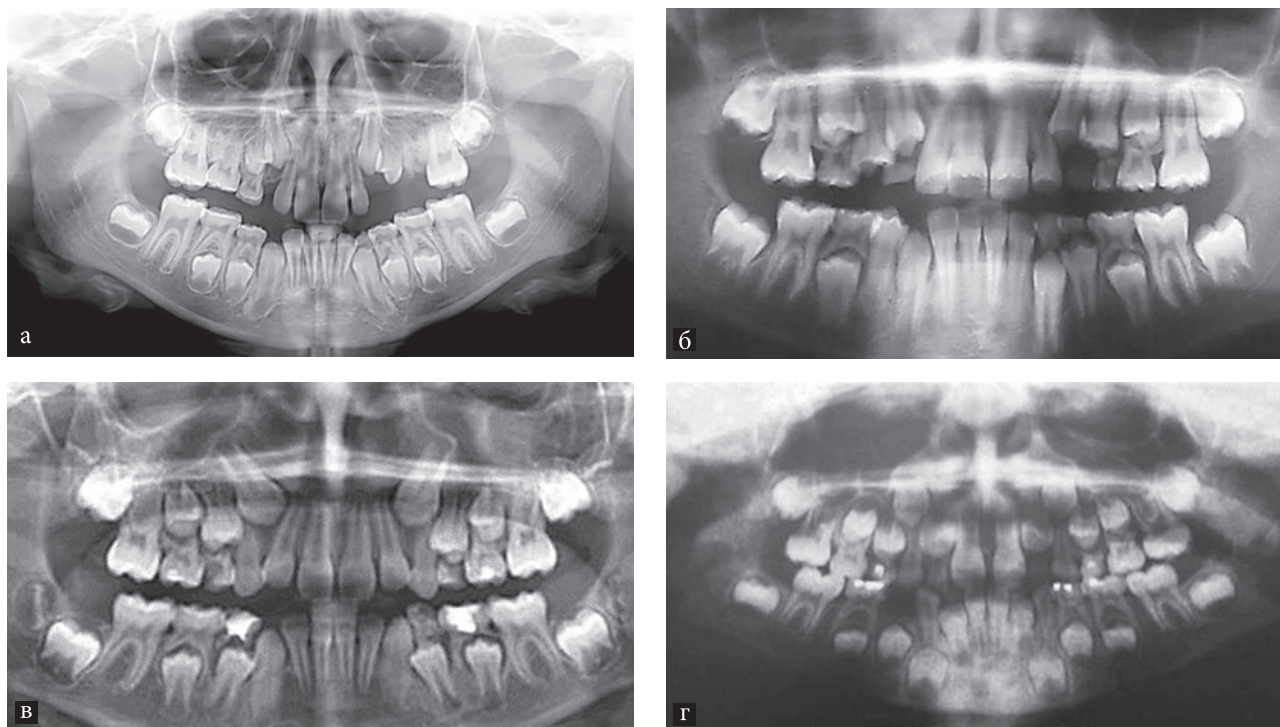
Рентгенологическая характеристика состояния костной ткани челюстей у детей исследуемых групп: а – здоровые дети; б – дети со стажем СД 1 типа менее года; в – дети со стажем СД 1 типа от 1 года до 5 лет; г – дети со стажем СД 1 типа от 5 до 10 лет.
